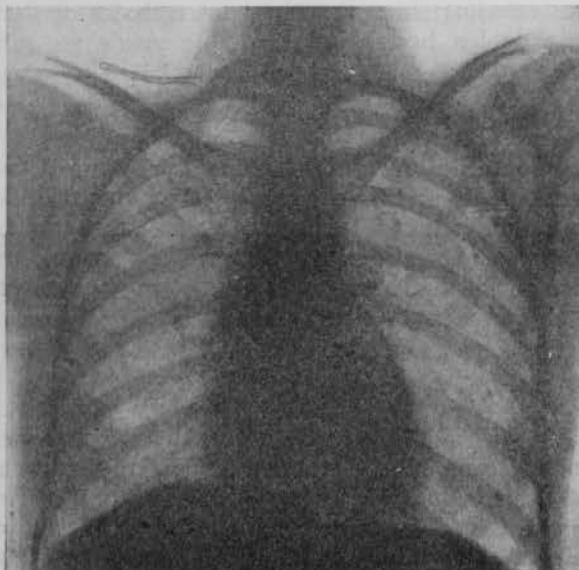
Radiografía 1.<sup>a</sup>
